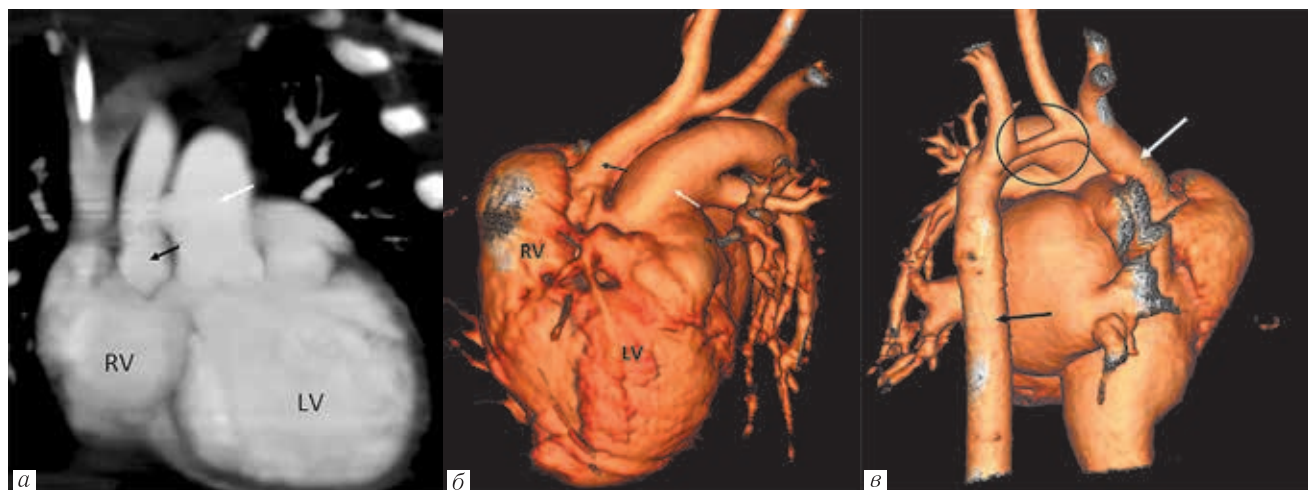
Пациент Б., 2 дня. Транспозиция магистральных артерий. КТ-ангиография сердца с ретроспективной ЭКГ-синхронизацией (медикаментозная седация): *а* — косо-коронарная плоскость, режим МIP. Желудочково-артериальная дискордантность: из правого желудочка выходит аорта (черная стрелка), из левого желудочка — легочный ствол (белая стрелка). Гипоплазия правого желудочка; *б* — режим 3D-реконструкции, вид спереди. Желудочково-артериальная дискордантность: из правого желудочка выходит аорта (черная стрелка), из левого желудочка — легочный ствол (белая стрелка); *в* — режим 3D-реконструкции, вид сзади. Восходящая аорта (белая стрелка) — нормального диаметра, сопутствующая гипоплазия дуги и коарктация аорты на уровне перешейка (круг), нисходящая аорта (черная стрелка)
